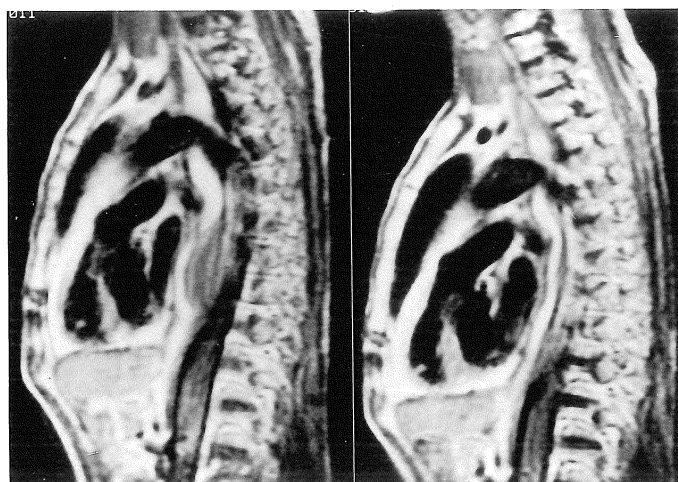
Comparison of sagittal MR images of the opacified esophagus taken before (left) and after (right) radiation therapy for the patient with esophageal cancer. Remarkable therapeutic effect is shown on these sagittal images of MRI.
